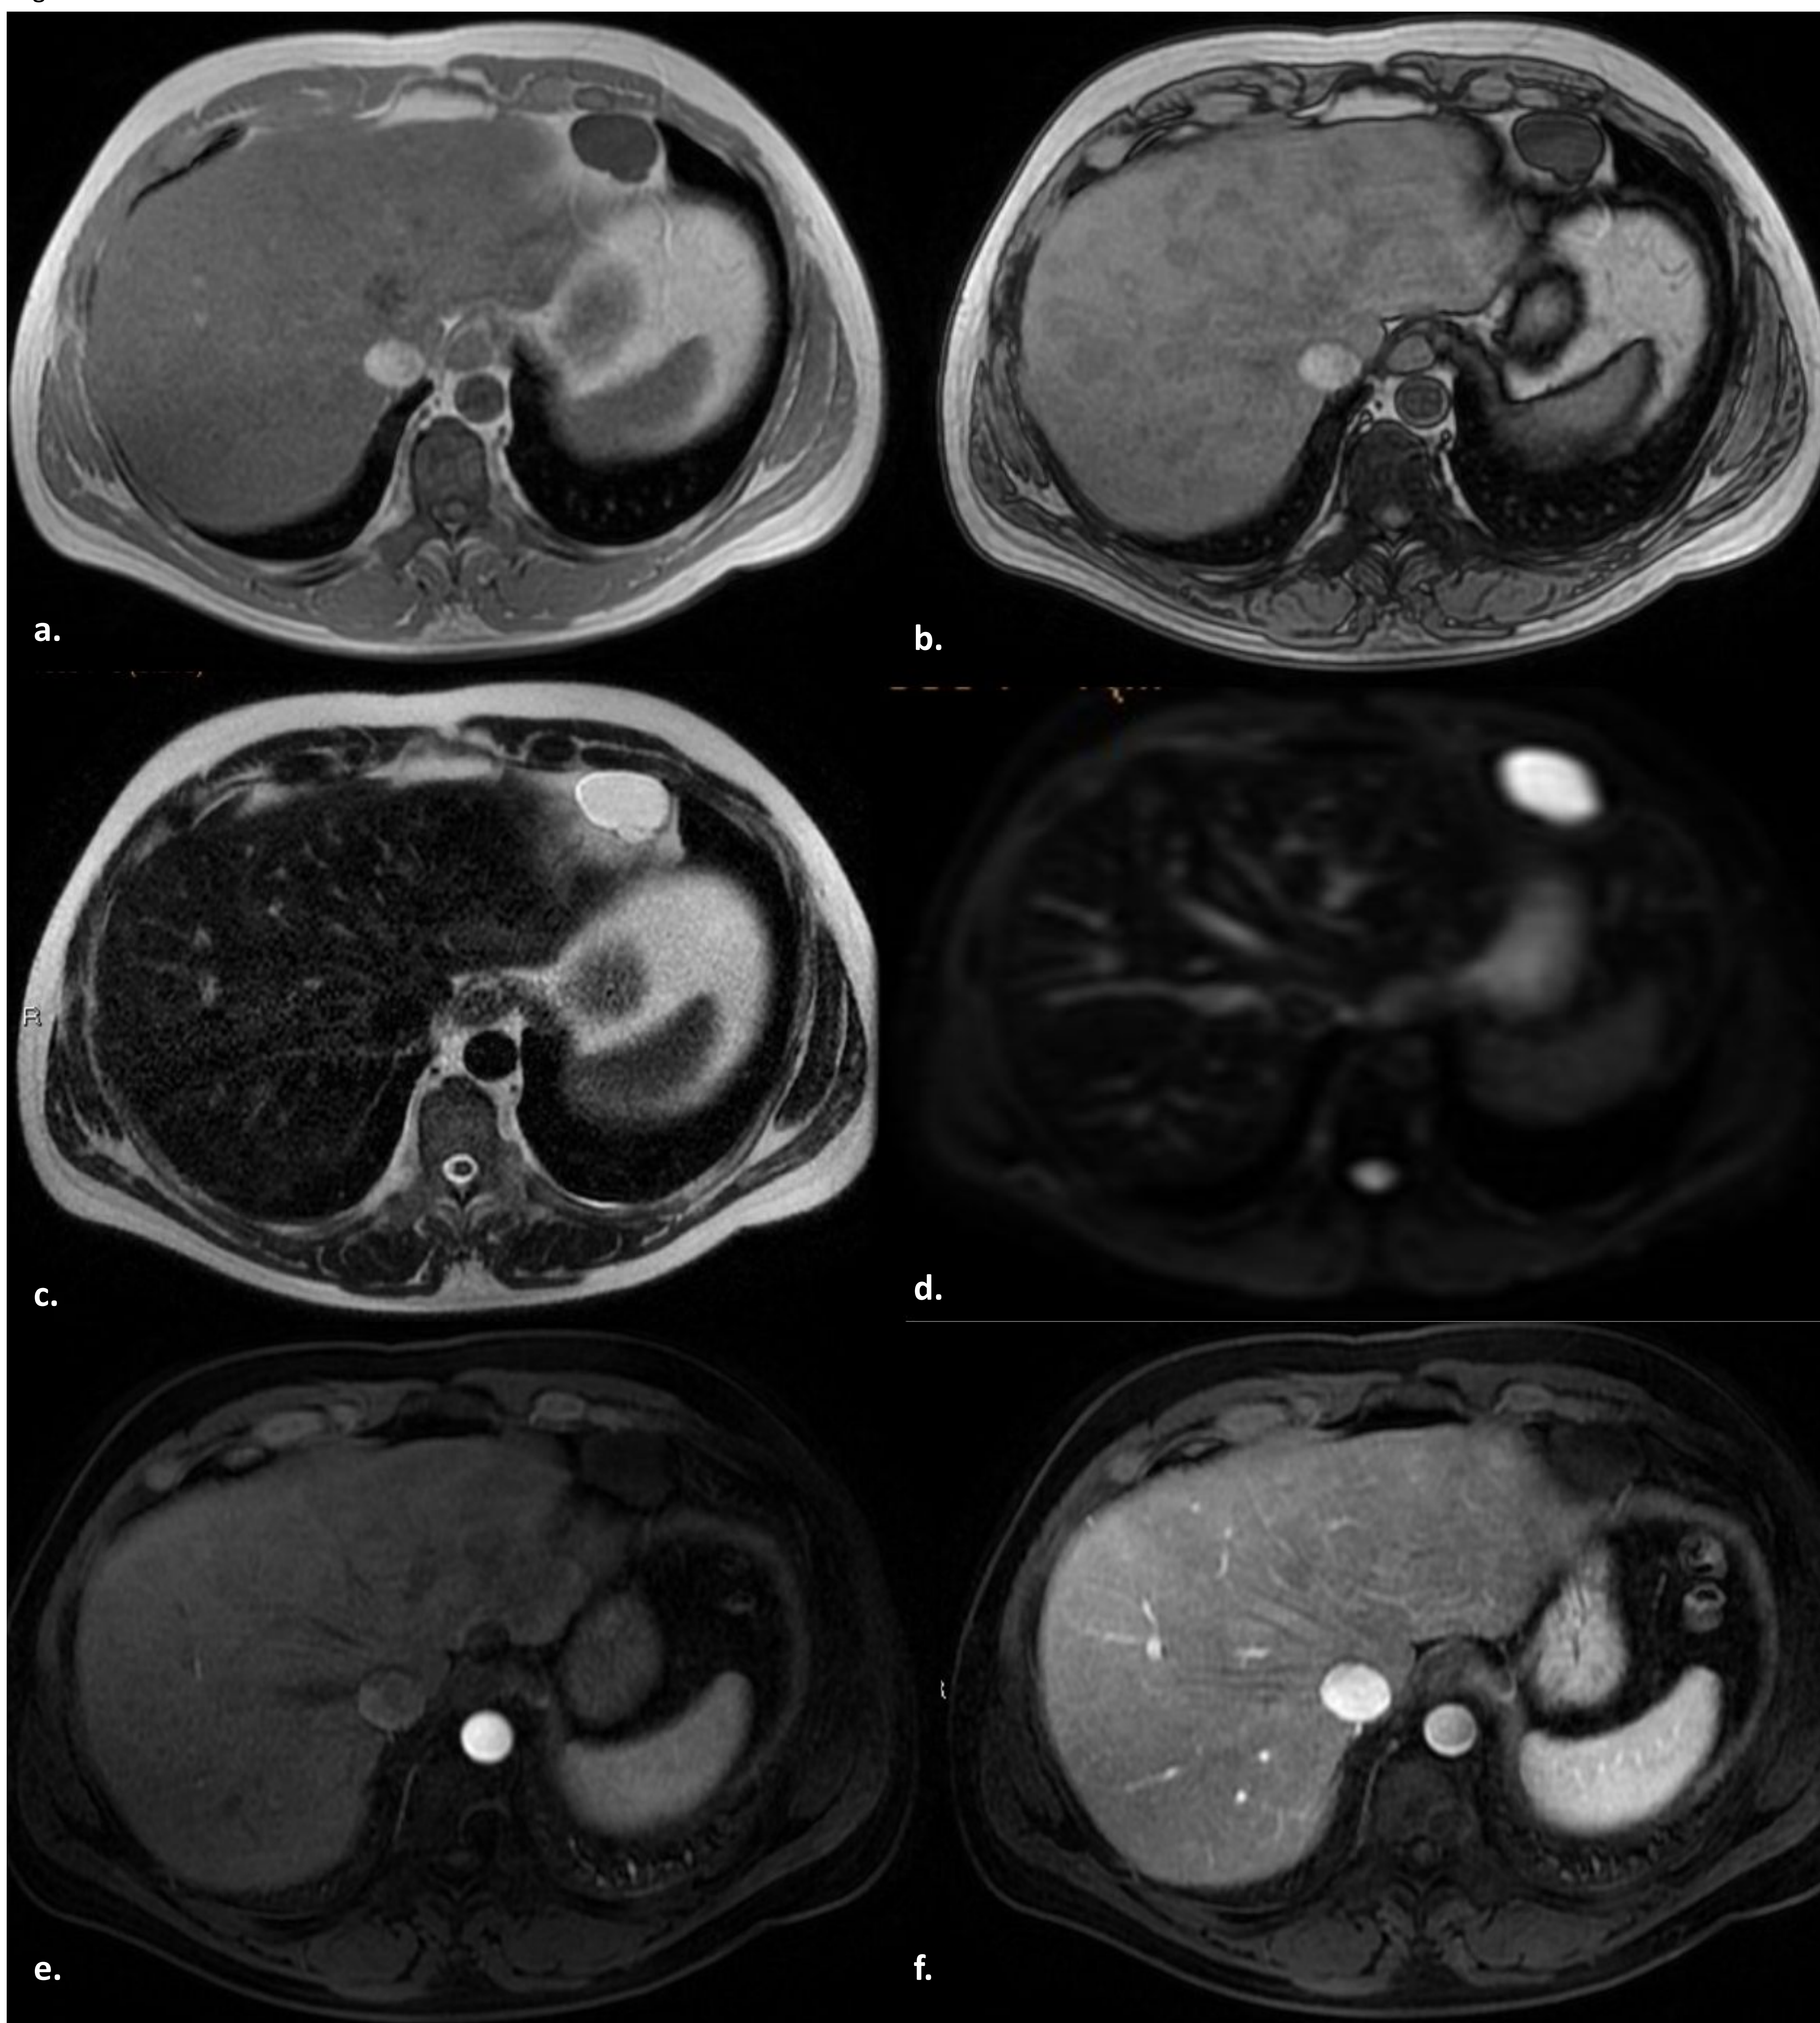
Imagen de RM para la confirmación de esteatosis focal. a. Secuencia potenciada en T1 dual Eco *fase*. b. Secuencia potenciada en T1 dual Eco *opuesto de fase*. c. Secuencia potenciada en T2 FRFSE con saturación grasa. d. DWi (b600). e. Secuencia dinámica con contraste intravenoso (gadolinio) en fase arterial. f. Secuencia dinámica con contraste intravenoso (gadolinio) en fase portal. Caída de intensidad de señal en la secuencia *opuesto de fase* respecto a *fase* por la grasa intracitoplasmáticas en las imágenes nodulares. Dichas pseudolesiones son isointensas en T2 y no restringen la difusión. Tampoco muestran comportamiento característico de lesión maligna en fases dinámicas. Confirmamos el diagnóstico de esteatosis focal nodular.
